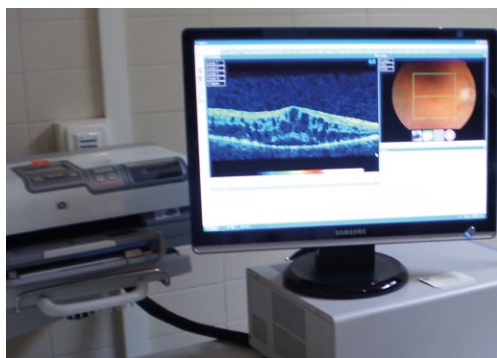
Imagen de un edema macular cistoide capturada mediante tomografía de coherencia óptica (OCT).
